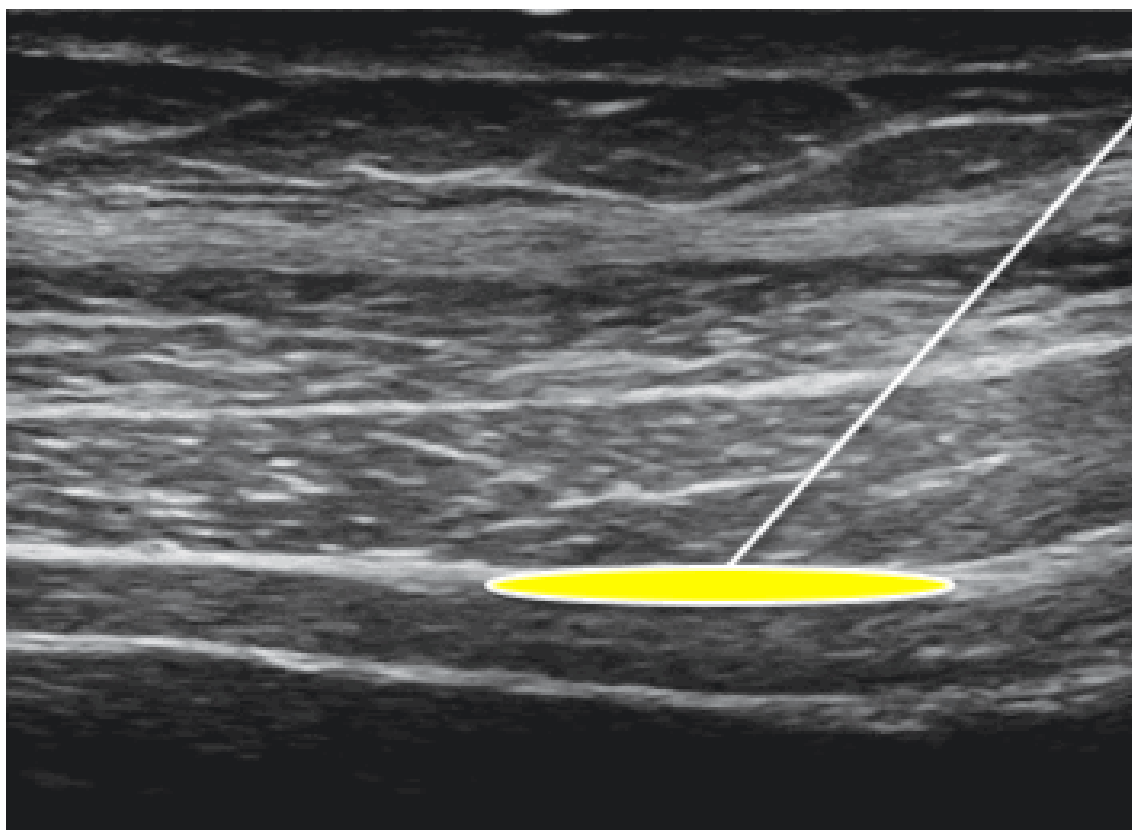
Ricostruzione TAP block su visione ecografica del muscolo trasverso dell'addome
